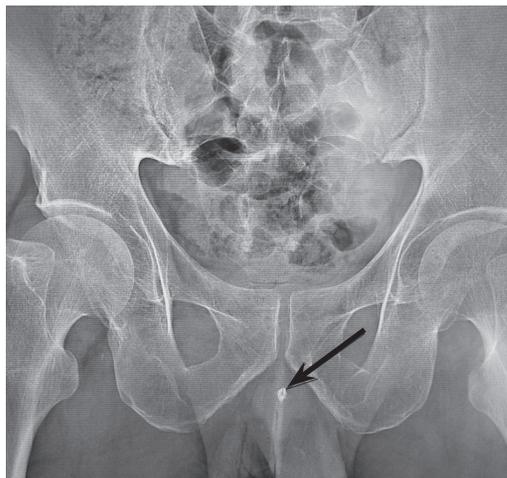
Рентгенограмма нижних мочевых путей пациента Ш. (прямая проекция)
